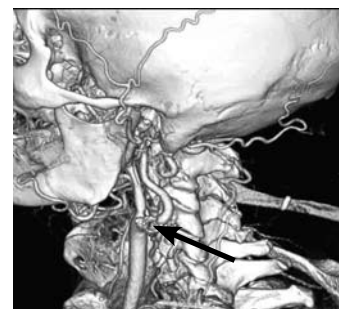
МСКТ 3-D-реконструкция сонных артерий. Стеноз левой внутренней сонной артерии (стрелка).
